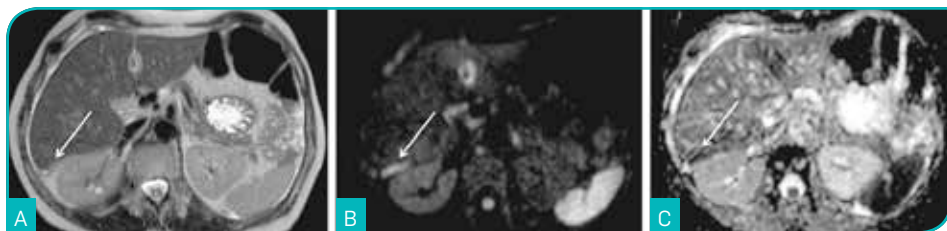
Valor do acréscimo da sequência ponderada em difusão protônica ao estudo de RM convencional na detecção de carcinomatose peritoneal. Estudo RM com imagem ponderada em T2 no plano axial (A), estudo de difusão com sequência ponderada em  $b = 1.000 \text{ seg/mm}^2$  no plano axial (B) e estudo com mapa de coeficiente de difusão aparente no plano axial (C). Presença de espessamento peritoneal linear no espaço de Morrison, de difícil diagnóstico através do estudo convencional de RM com sequência ponderada em T2 (A, seta). Note-se o valor do acréscimo do estudo de difusão, ao demonstrar restrição à difusão deste implante peritoneal, através do hipersinal em  $b = 1.000 \text{ seg/mm}^2$  (B) e do hipossinal no mapa de coeficiente de difusão aparente (C).
